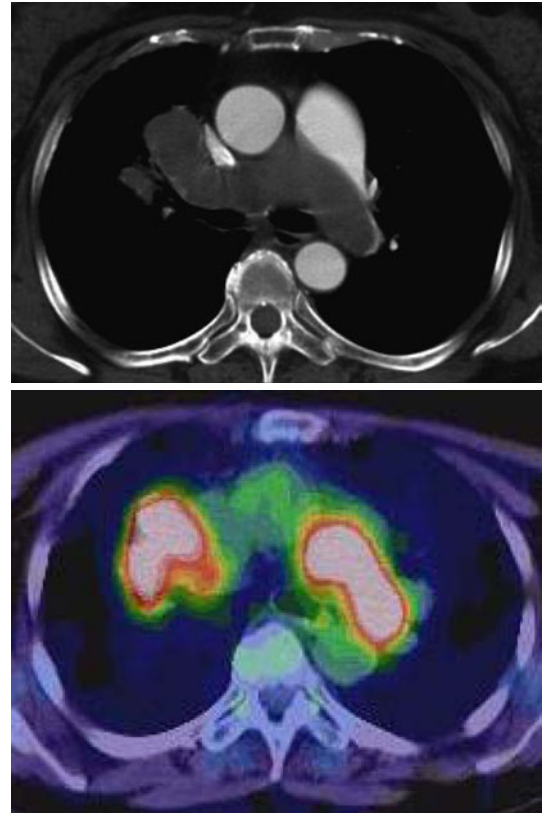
Contrast-enhanced chest CT scan shows an eccentric mural tumor. The right pulmonary artery is almost completely occluded. A slight amount of blood circulated through the left pulmonary artery. Using an  $^{18}$ F-fluorodeoxyglucose positron emission tomography (FDG-PET) scan, we found high uptake in the pulmonary artery to show remarkably.
